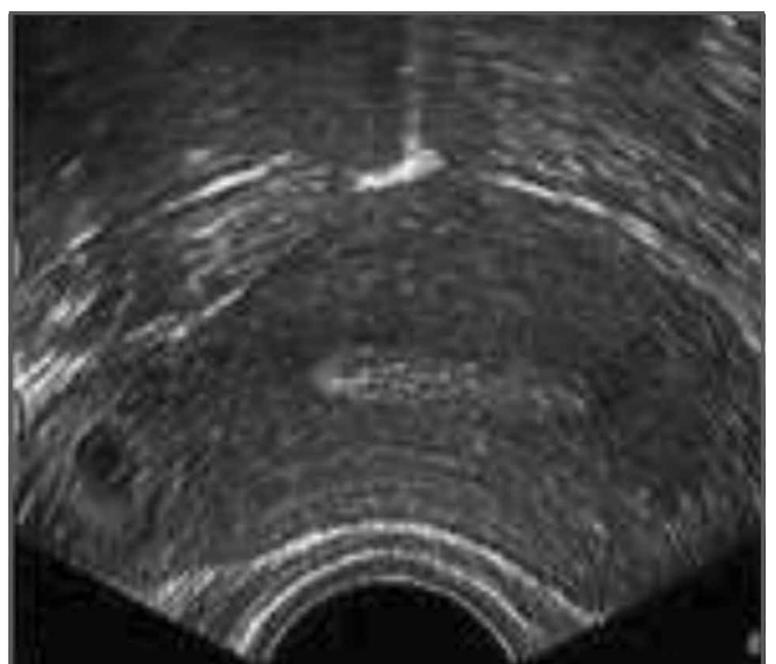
Ultrassonografia evidenciando cavidade uterina sem presença de gestação tópica e imagem compatível com saco gestacional extrauterino.
